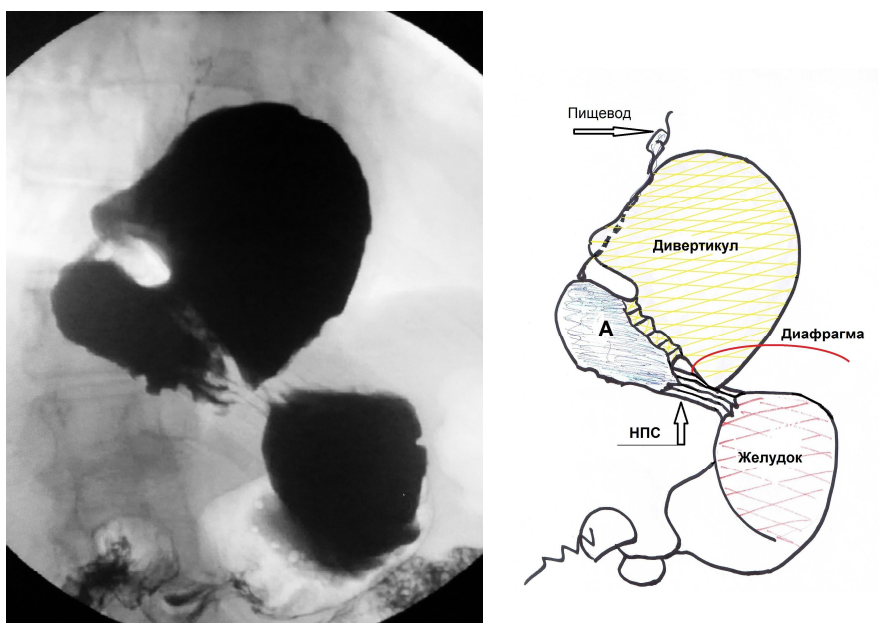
Исследование пищевода и желудка в горизонтальном положении. Из статьи Patel A.D. и др. [11]. Рентгенологическая картина описывается как гигантская (более 5 см) ПЭГ.
